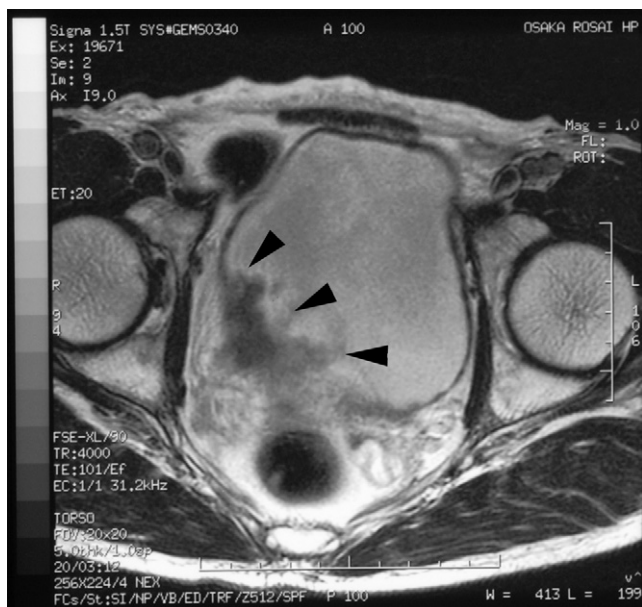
IRM pelvienne : épaississement de la paroi vésicale (flèches).
